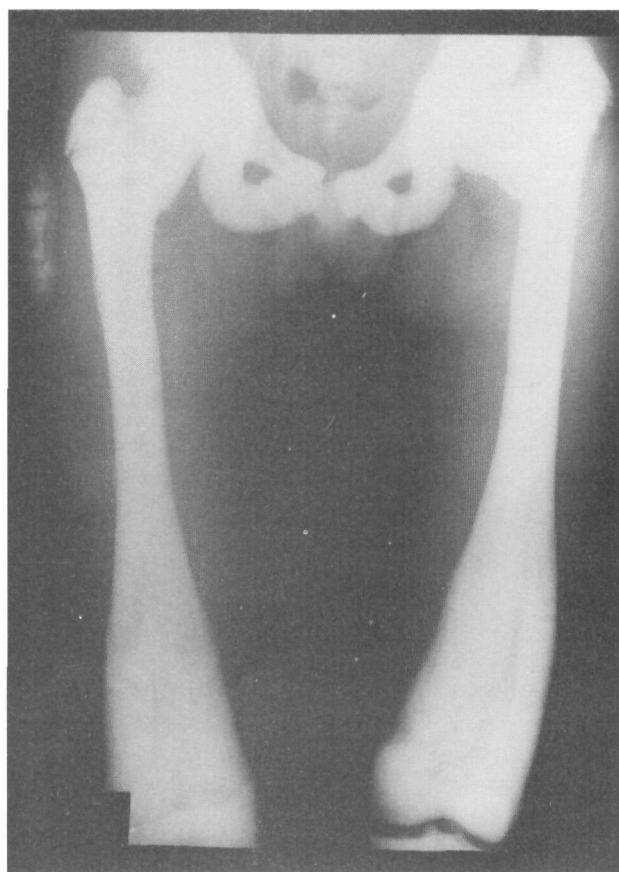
Radiografias de ambos os fêmures e bacia do paciente com osteopetrose, demonstrando alargamento meta-diafisário em "frasco de Erlenmeyer", alargamento cortical com preenchimento parcial da medula óssea, linhas transversais de crescimento além de fragmentação da epífise proximal de fêmur direito.
